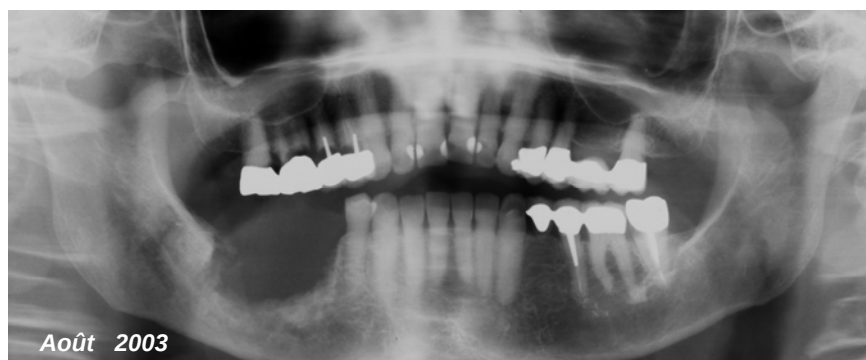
Radiographie après ostéo-ectomie.
